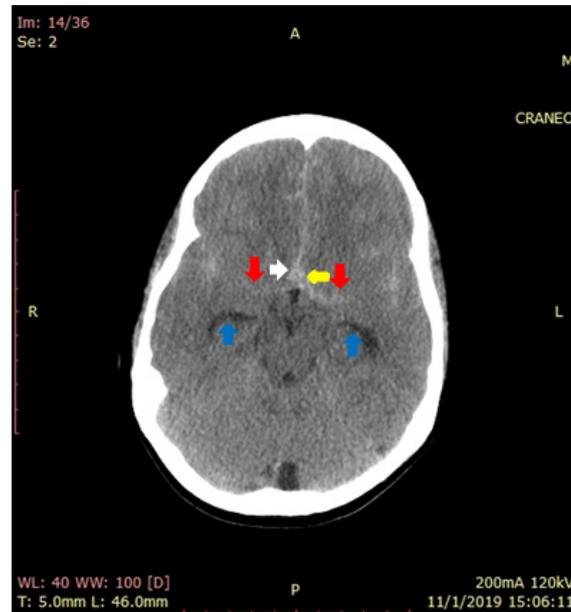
TC Cráneo simple, corte axial a nivel de las cisternas de la base. Hiperdensidad difusa mayor a 2 mm en cisternas de la lámina terminalis (Flecha blanca), cisterna suprasellar (Flecha amarilla) y ambas cisternas silvianas (flechas rojas), a predominio izquierdo. La cisterna interpeduncular, crural bilateral y el resto se aprecian permeables, con evidencia de dilatación de las astas temporales (Flechas Azules) medidas en 4.2 mm, además de interfase difusa entre sustancia gris y sustancia blanca, sin mayor presencia de surcos y cisuras.
